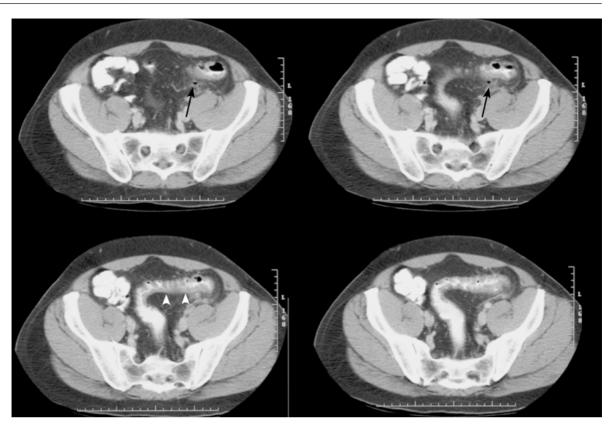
Akute Sigmadivertikulitis. CT, orale und rektale Kontrastierung, Kontrastmittel i. v.: typische Wandverdickung des Sigmas (*Pfeilspitzen*), gedeckte Perforation mit diskreter Luft extraluminal (*Pfeil*)
